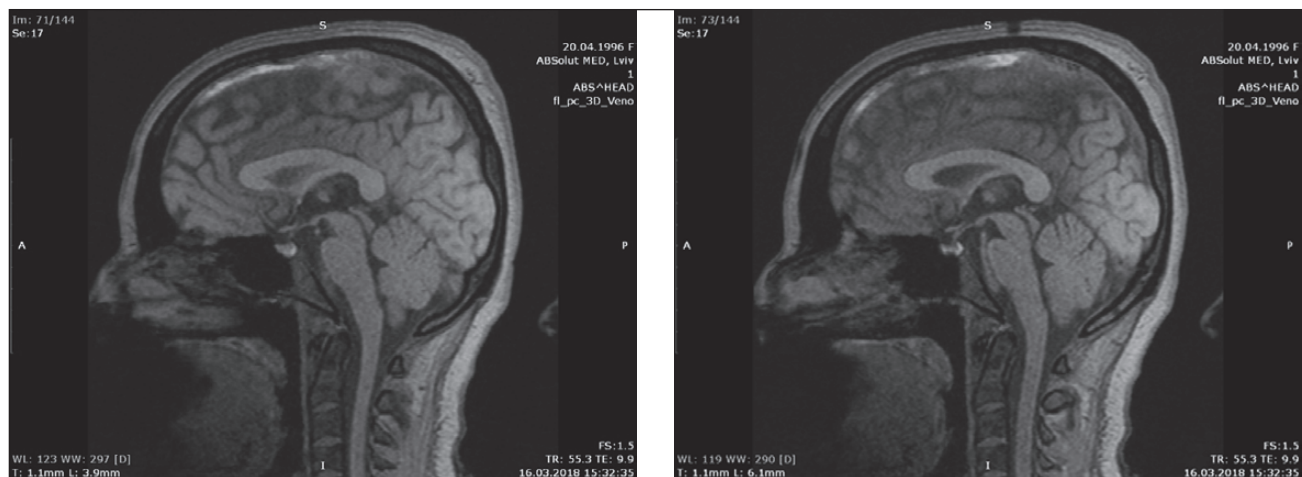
МРТ пацієнтки Т. С.
